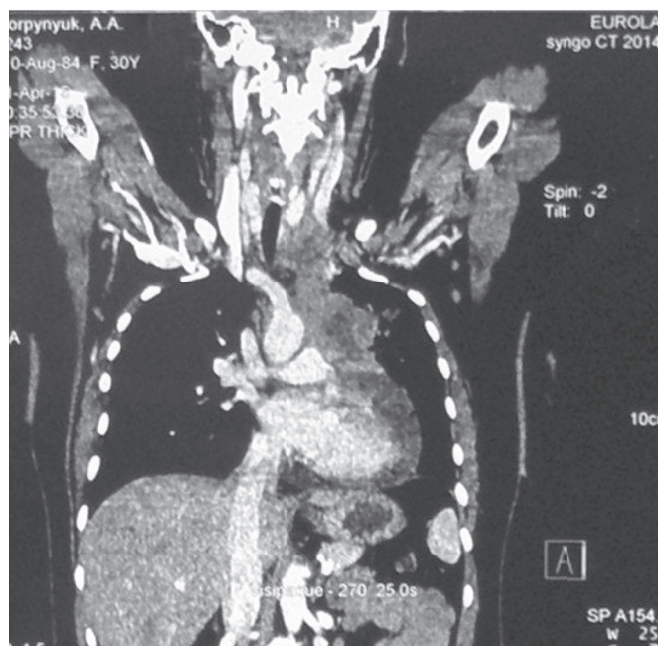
Компютерна томографія на етапі госпіталізації.
